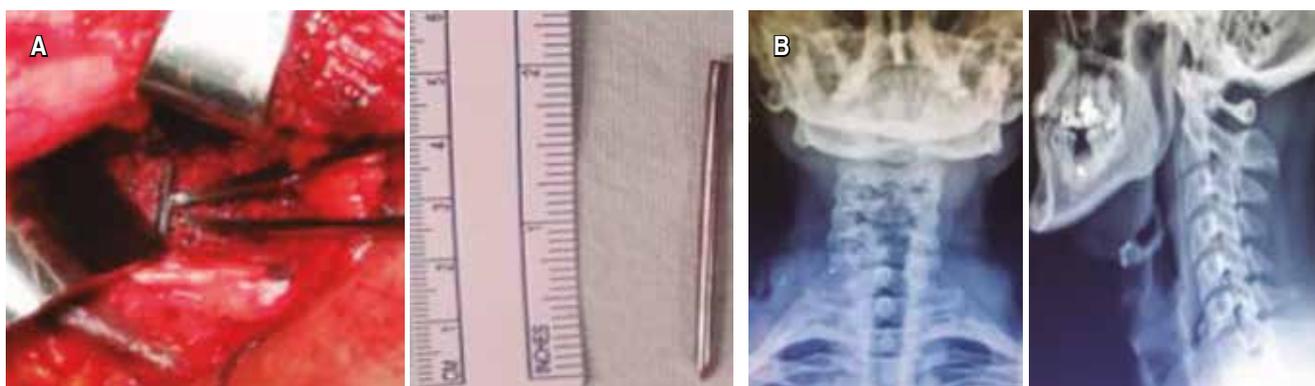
A) Imagen transquirúrgica de clavo Kirschner de aproximadamente 5 cm de longitud. B) Radiografías anteroposterior y lateral de control postoperatorio.
